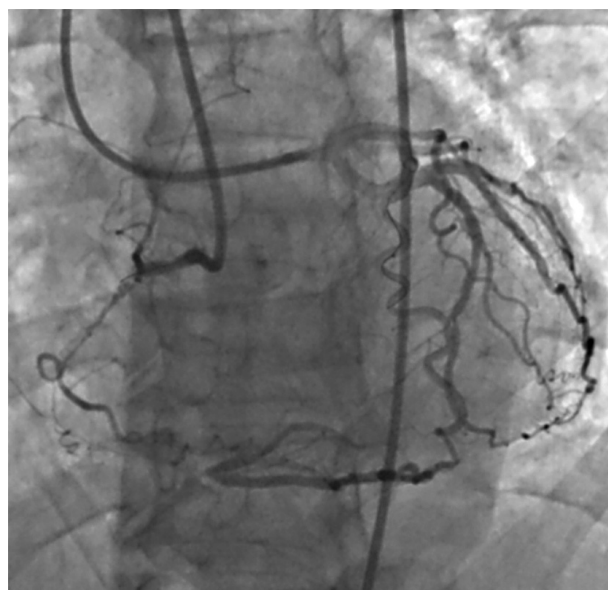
Двойное контрастирование при устьевой ХТО ПКА, МСКТ-коронарография и ВСУЗИ-ассистированная реканализация устьевой окклюзии ПКА:
